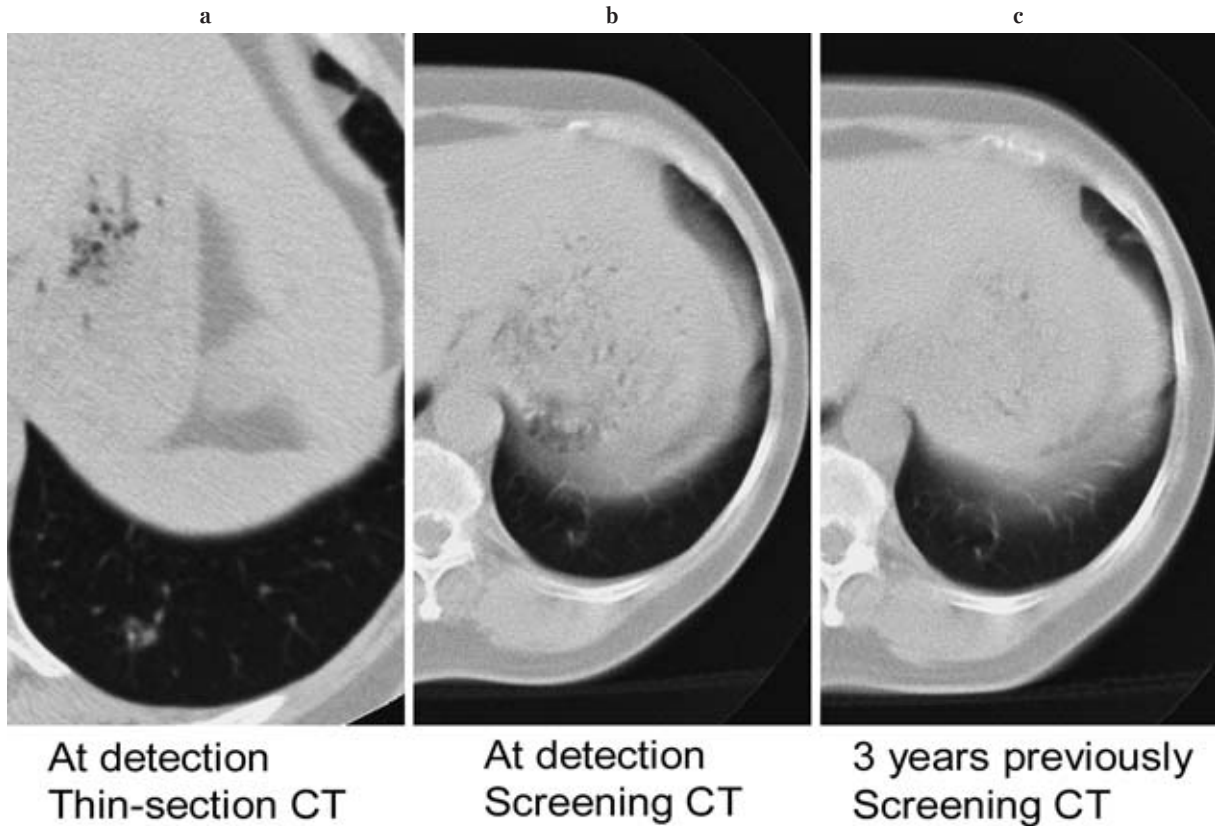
Well-differentiated adenocarcinoma (bronchioloalveolar carcinoma, BAC) case. (a) An indistinct nodule was observed in the left lower lobe on thin-section CT. (b) This nodule was detected by screening CT image. (c) Screening CT image taken 3 years previously the detection of lung cancer. A small nodule was observed.
